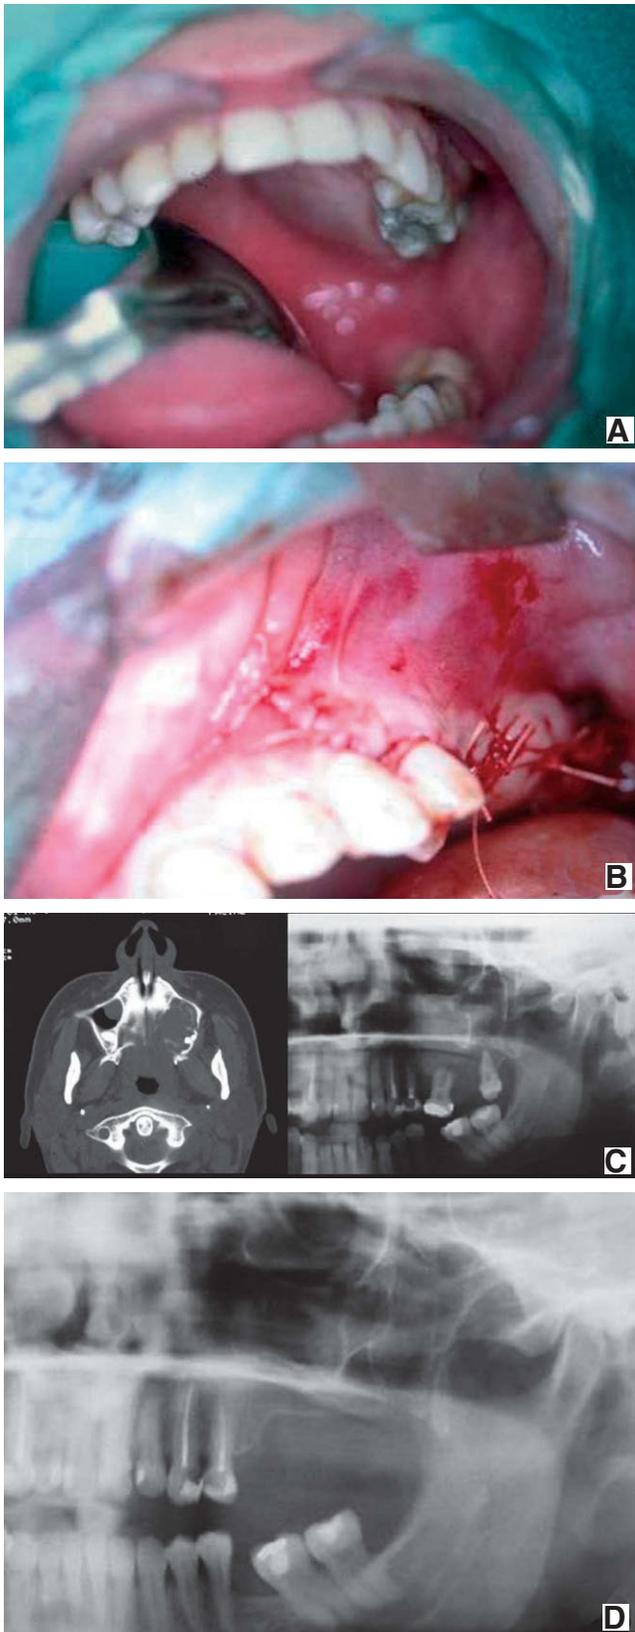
A) Detalle de la exploración clínica con expansión de la región palatina izquierda. B) Imagen postoperatoria al mes de la intervención. C) Imagen panorámica preoperatoria y TC de la lesión que afecta el seno maxilar. D) Imagen panorámica postoperatoria a los 6 meses.
